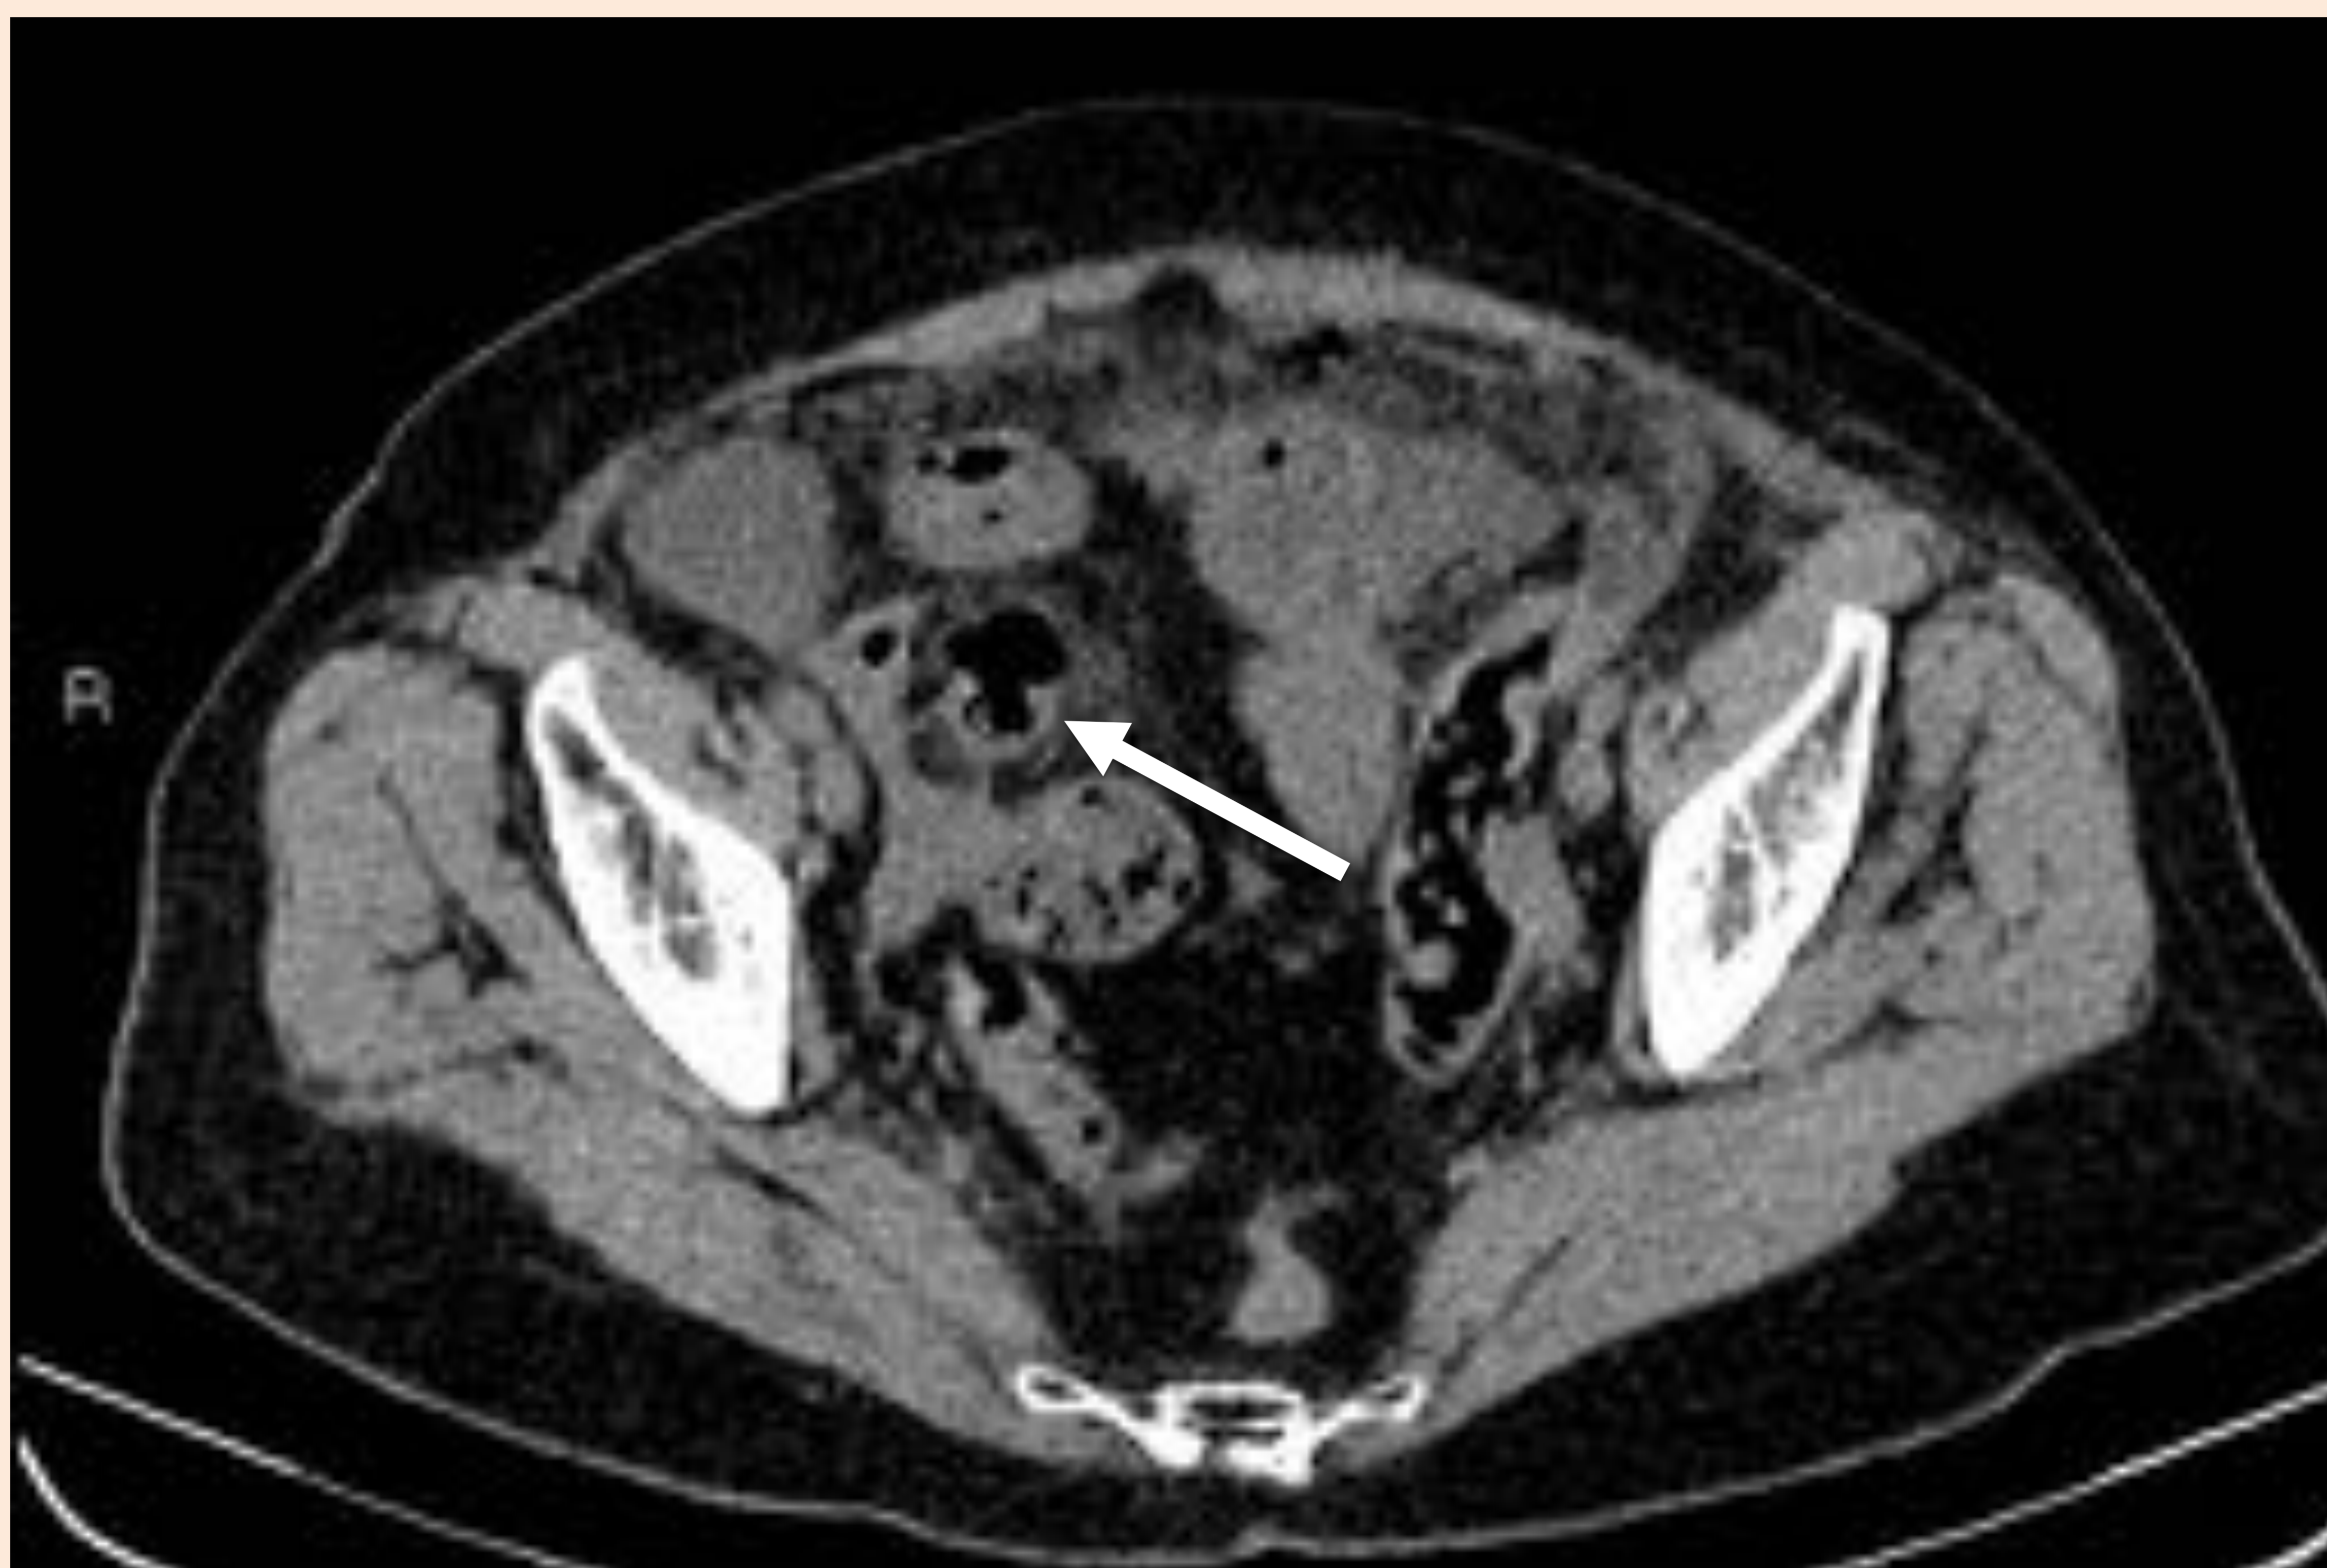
Corte axial de TC. Perforación apendicular: discontinuidad de la pared, burbuja de aire extraluminal en relación con la pared, trabeculación de la grasa que lo rodea (flecha).
